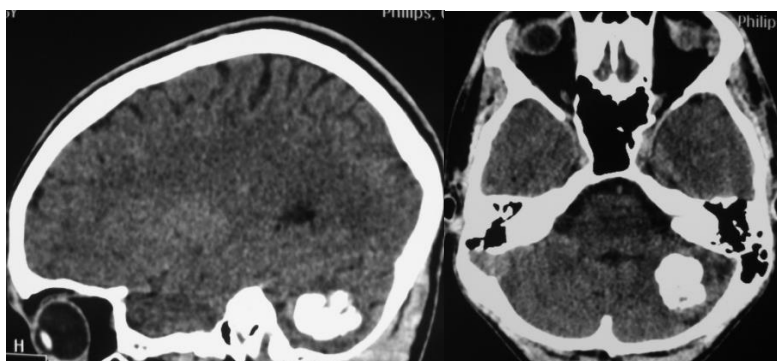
СКТ б-ного Л., 16 лет (и/б 1314-2010). Дз: Пилоцитарная астроцитома левой гемисферы мозжечка. Определяется кальцифицирование фрагмента опухоли. Через 4 года после операции развился рецидив опухоли, который уже не сопровождался подобной кальцификацией. Мы встретили два подобных случая выраженной кальцификации пилоцитарных астроцитом мозжечка
